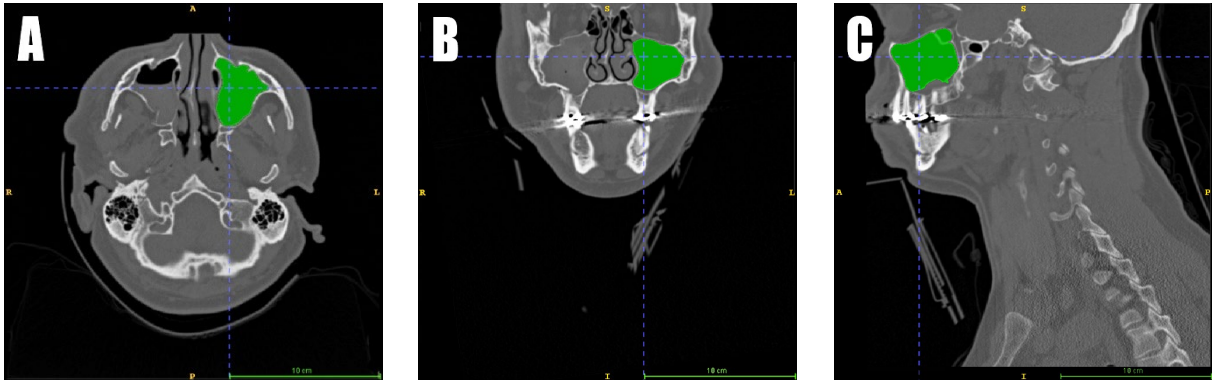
CT-Aufnahme mit wenig dislozierter Jochbeinfraktur rechts in (A) axialer, (B) koronaler und (C) sagittaler Ansicht dargestellt mit linksseitig gemessenem Volumen (grün)
